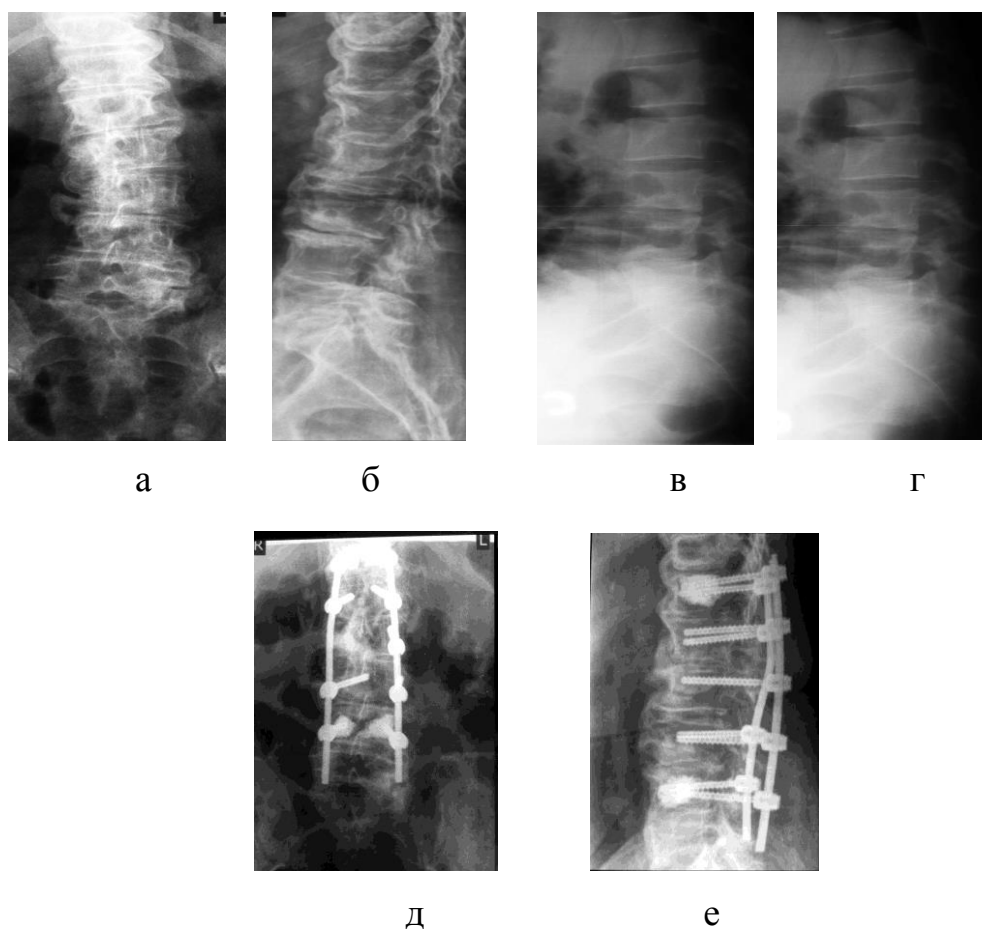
Фиксация сколиотической дуги методом *in situ* в условиях остеопороза. Рентгенограммы в прямой (а) и боковой (б) проекциях, функциональные (в, г). Рентгенограммы после операции в прямой (д) и боковой (е) проекциях.
